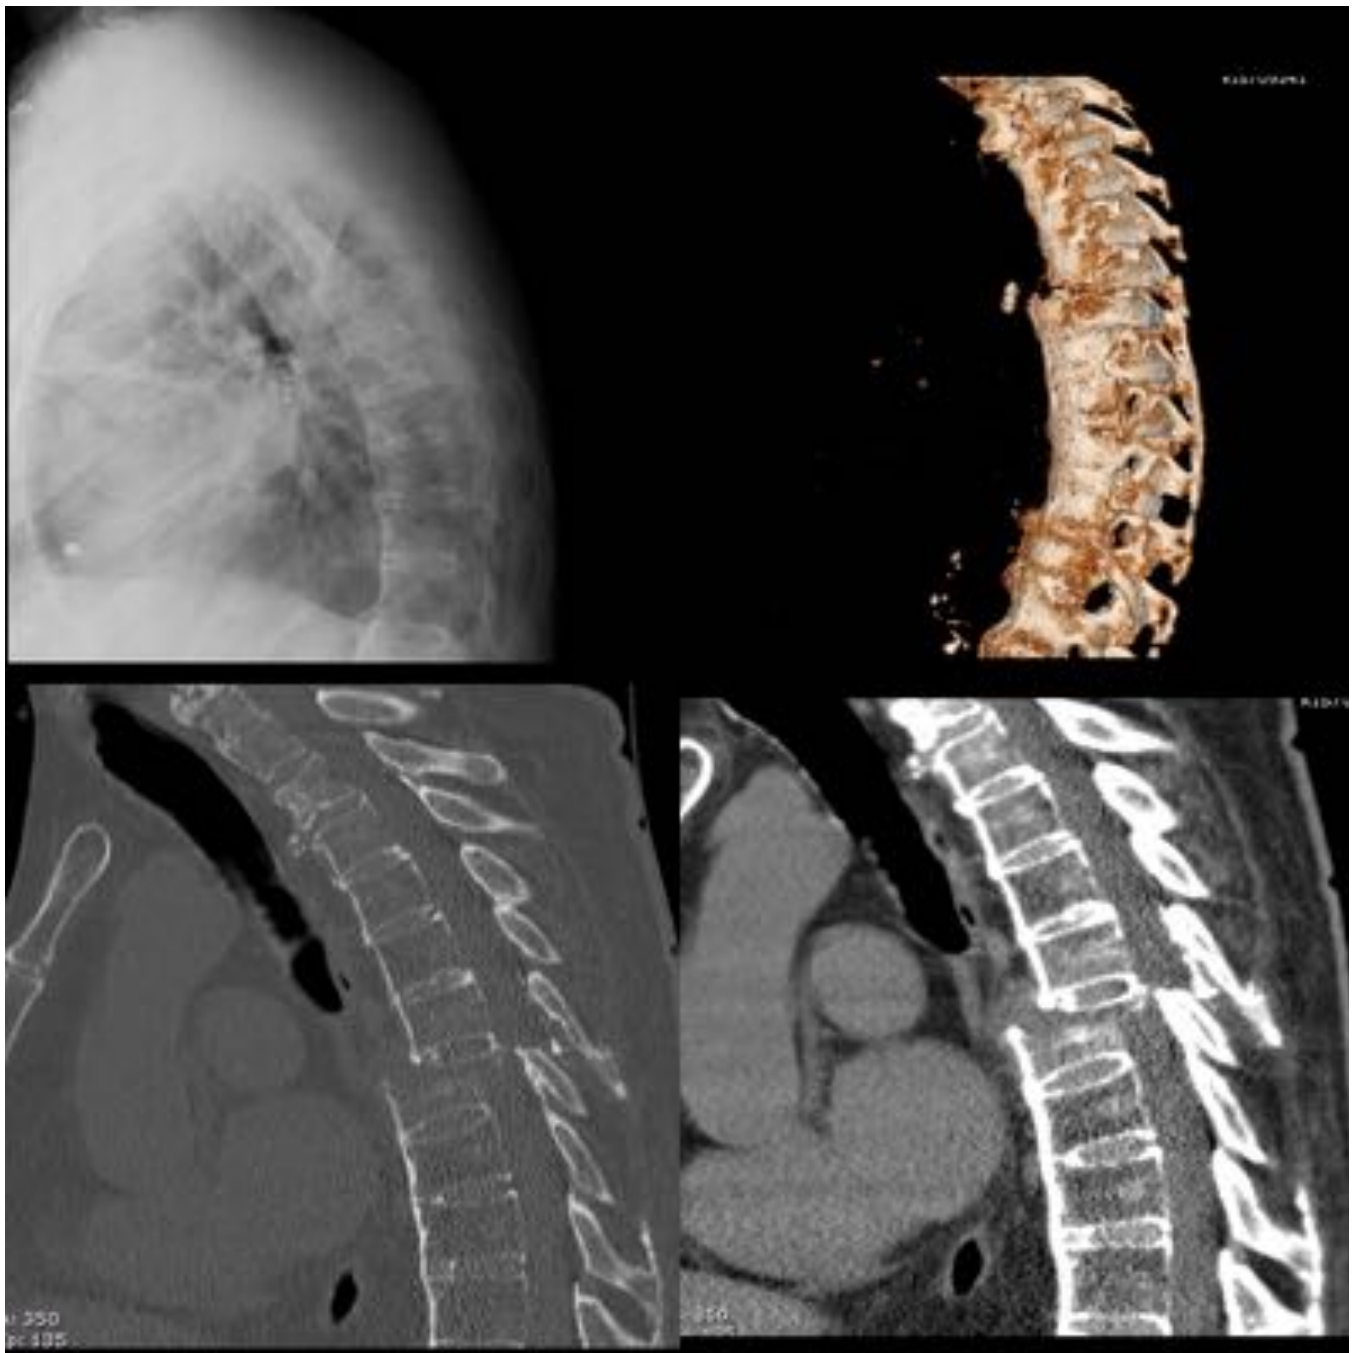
Fig 5. Sospecha de fractura inestable en placa simple que requirió TC
